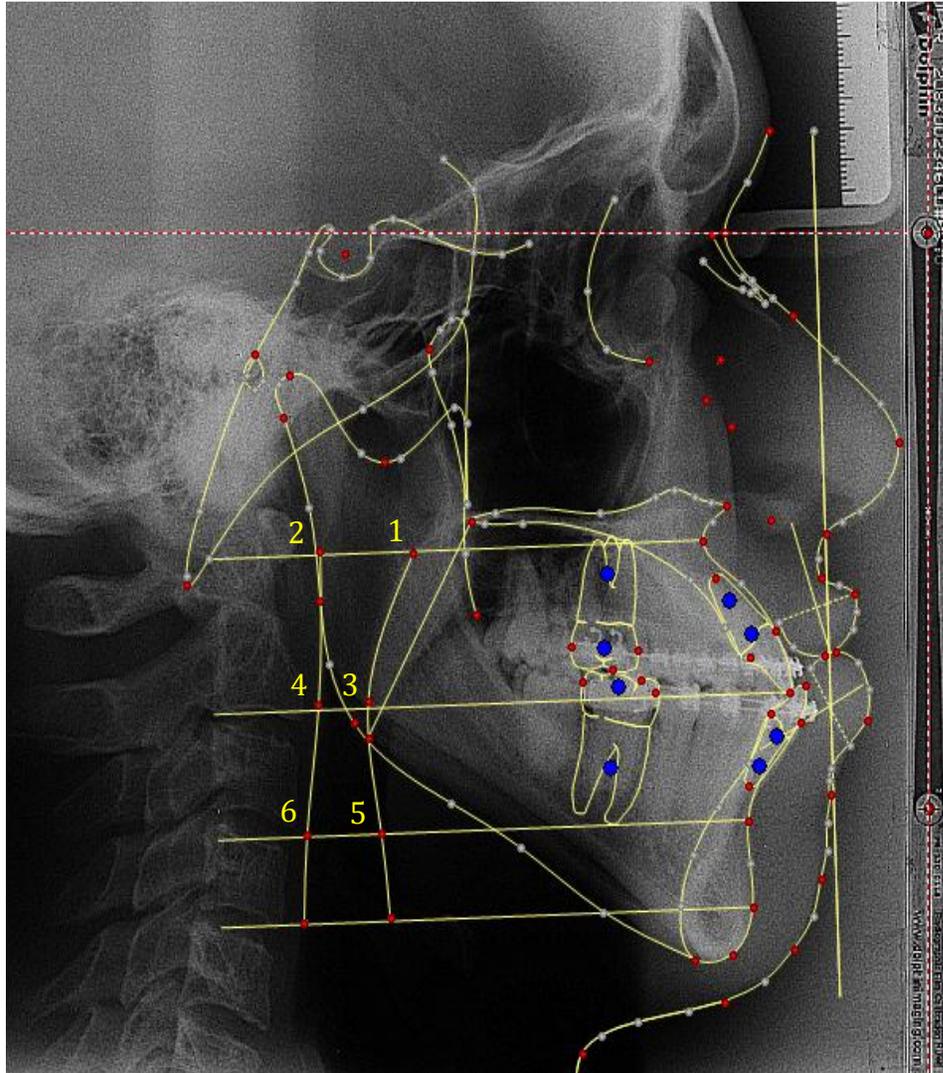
Radiografia pré-operatória e traçado cefalométrico Arnett-Gunson FAB-Surgery para avaliação da região de nasofaringe, orofaringe e hipofaringe.
